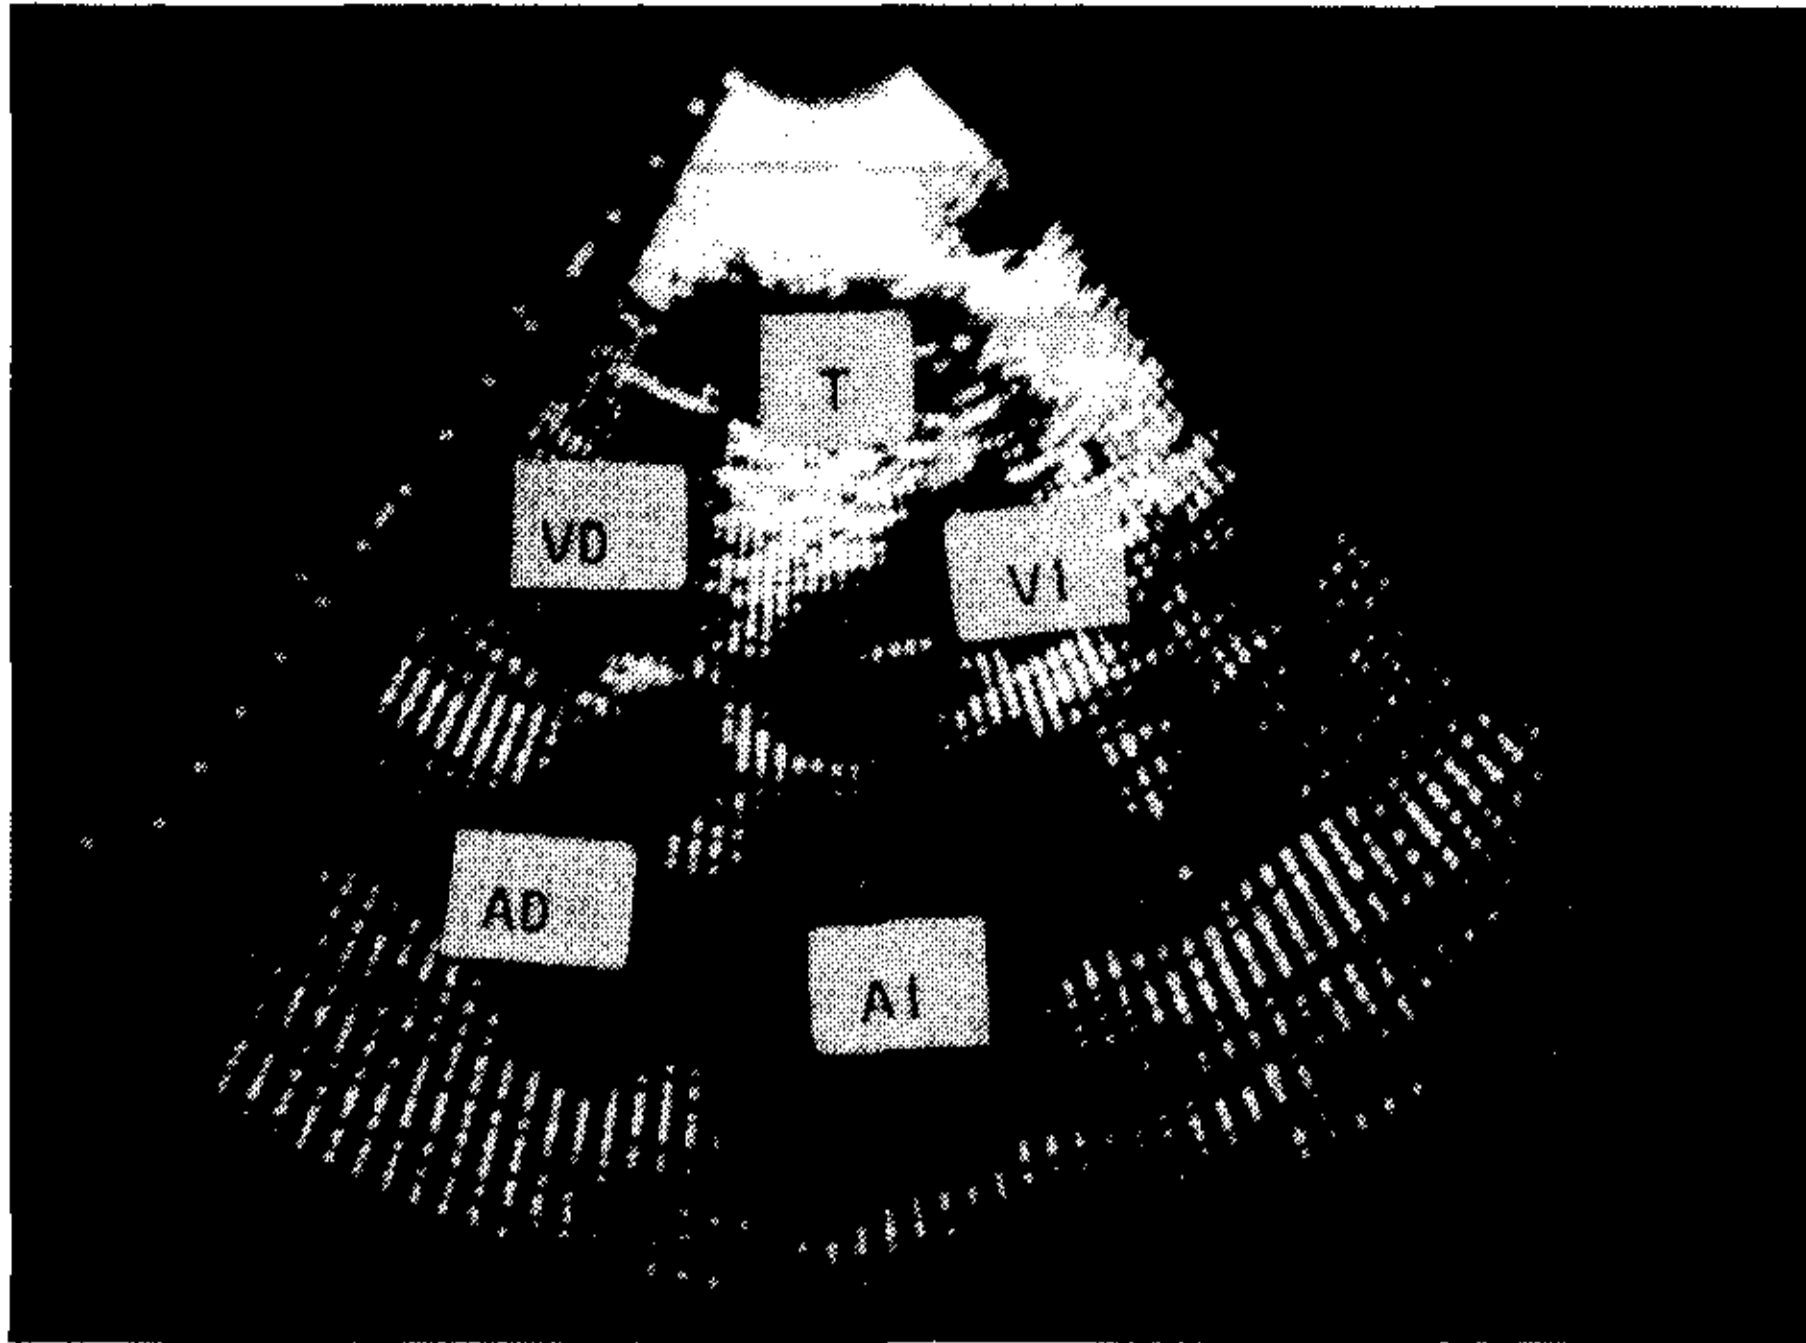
Ecocardiograma bidimensional. Corte de cuatro cámaras. Se observa una dilatación de la aurícula izquierda y una imagen birrefringente (T) que ocluye el ápex del ventrículo izquierdo. Abreviaturas similares a las de la Figura 2.
